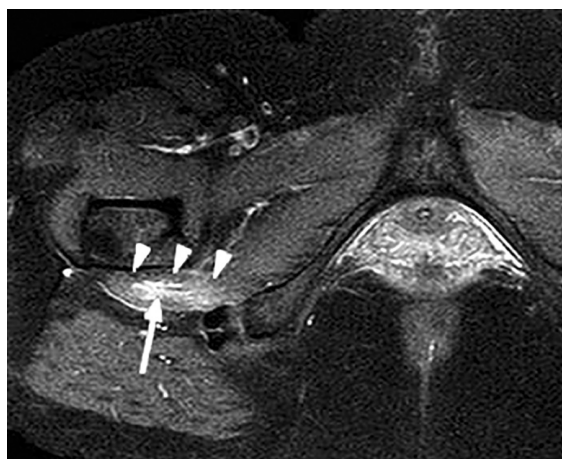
• Immagine RM assiale STIR che dimostra una flogosi ed ispessimento del muscolo piriforme (freccia e teste di freccia), responsabile di sindrome sciatalgica.
